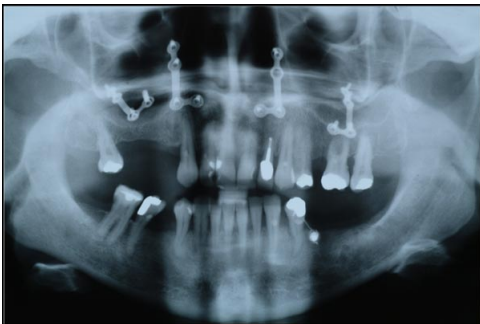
b: Orthopantomogramm (OPG) bei Zustand nach Implantation einer FAMI-Schraube (Liegedauer 4 Monate) in regio 35 und nach Le-Fort-I-Osteotomie
